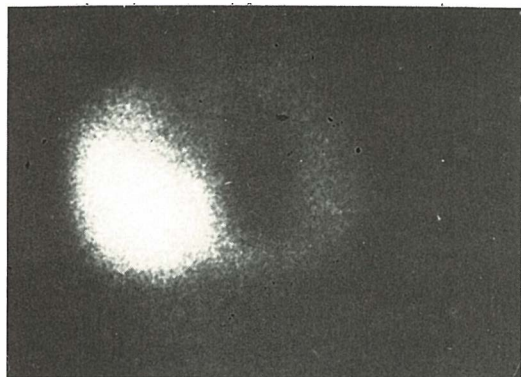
Anteriorni scintigram jetre i slezene
